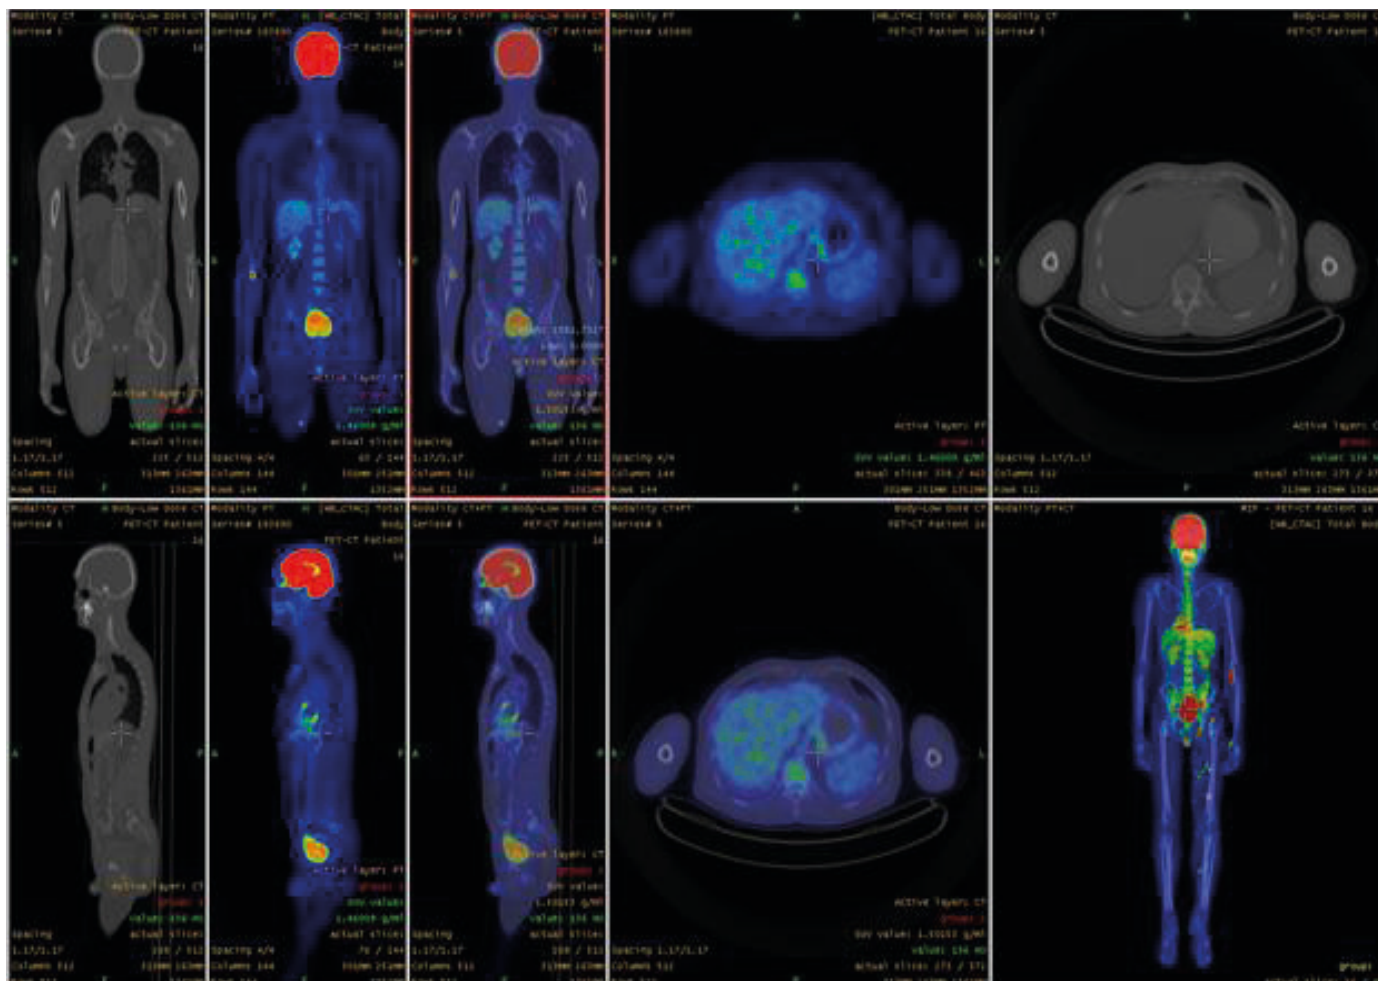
Мультимодальна гібридна візуалізація. Суміщення зображень КТ, ОФЕКТ та ПЕТ.
